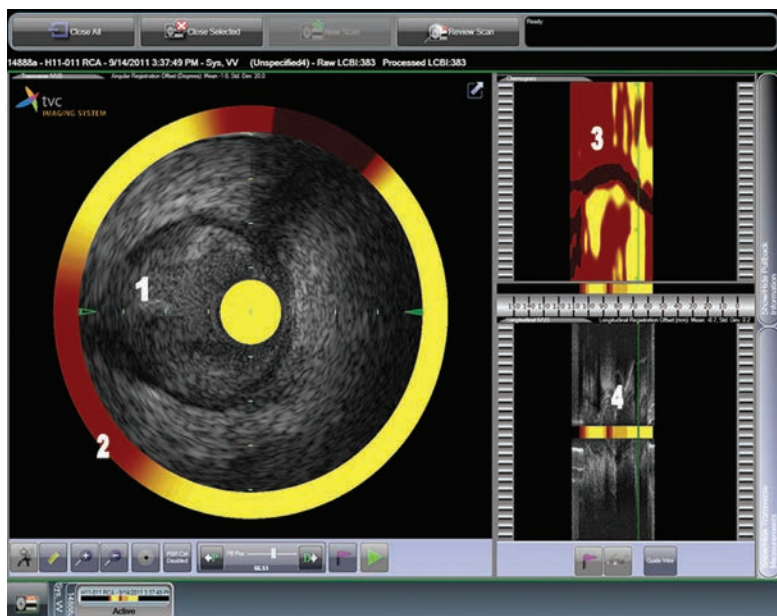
Синхронная визуализация анатомии и химического состава сосуда системой TVC фирмы InfraredX: 1 – ВСУЗИ; 2 – круговая хемограмма сосудистой стенки в визуализируемом сечении; 3 – хемограмма сосудистой стенки в развертке; 4 – продольное сечение ВСУЗИ сосуда с наложенной по центру продольной хемограммой.
